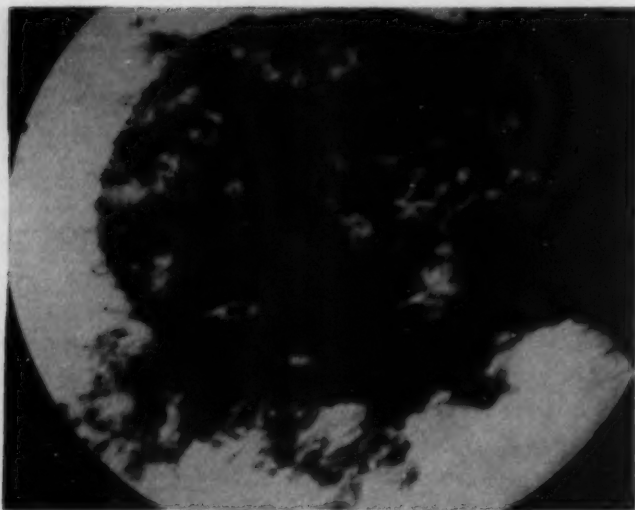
Partiiell hämolysierter Erythrozyt, welcher mit 135 000 r röntgenbestrahlt und nach 68 Stunden mit Osmium fixiert wurde. El. opt. 1:9600. Aufnahme: Dr. Peters.
